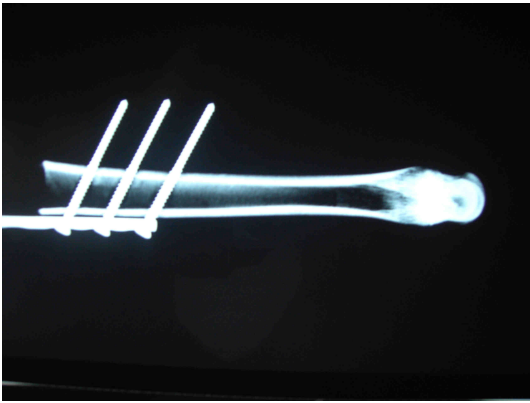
Konvansiyonel yöntemle vidalama röntgen görüntüsü
